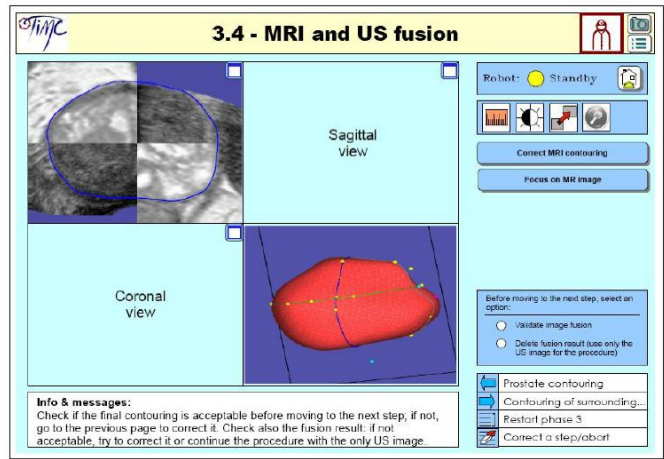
Fusion écho-IRM permettant une segmentation bimodale
